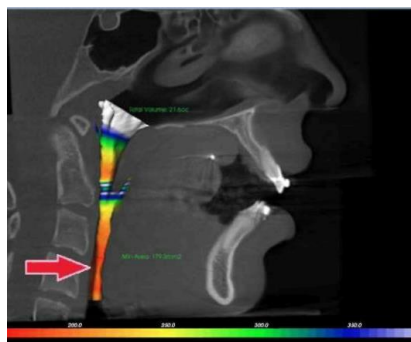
Томограмма с расчётом объёма и положения ВДП.
